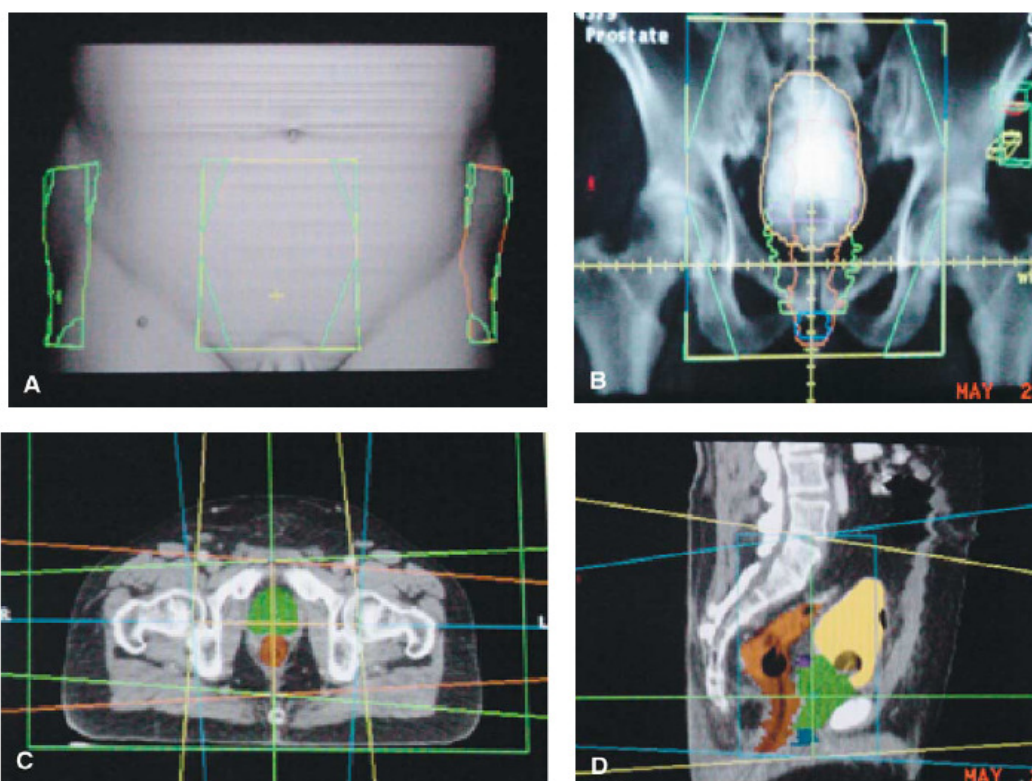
Técnica “4-field box” para próstata e nódulos da pelve. (A) Superfície da pelve como os Campos em verde. (B) Radiografia digital anterior e posterior, mostrando a próstata em verde, bexiga em amarelo escuro, e o reto em laranja. (C) Visão axial dos quatro feixes: amarelo-campo anterior, azul: campo posterior, verde: campo da direita e laranja: campo da esquerda. (D) Visão sagital da pelve mostrando os feixes anteriores e posteriores ^[21].
